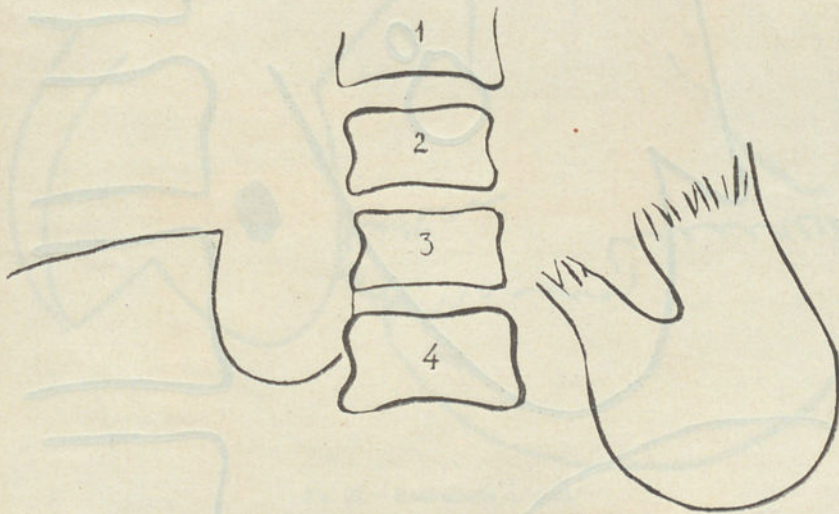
Radiografia n.º 2452.
